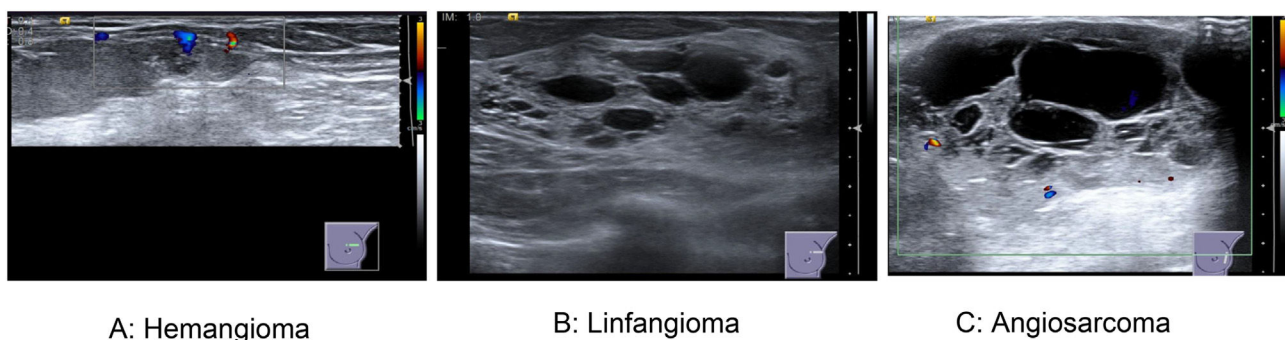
Ecografía (casuística propia).
